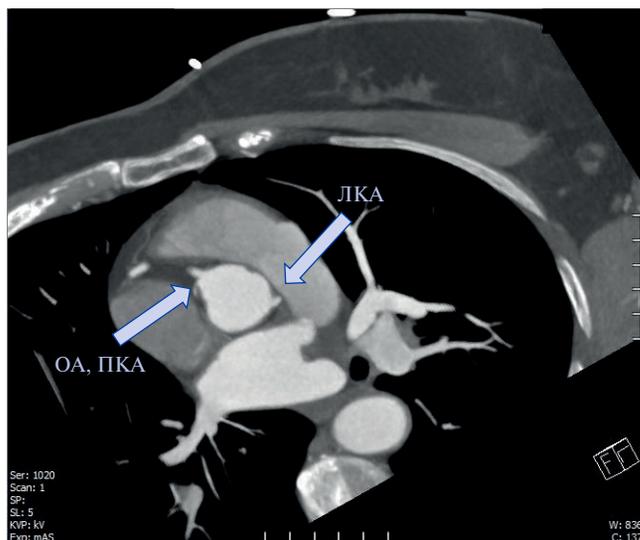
КТ КА с реконструкцией.
